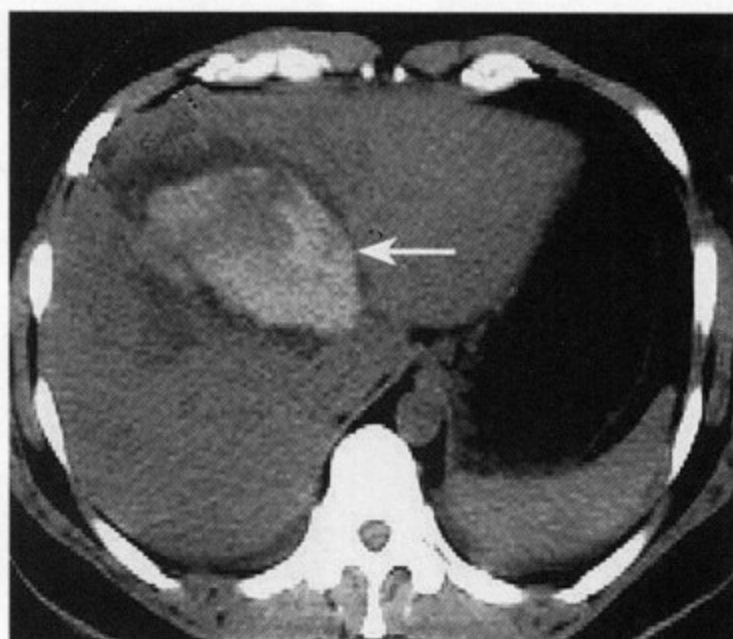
肝内血肿：CT平扫可见肝右叶前段类圆形高密度血肿，边缘可见低密度环
